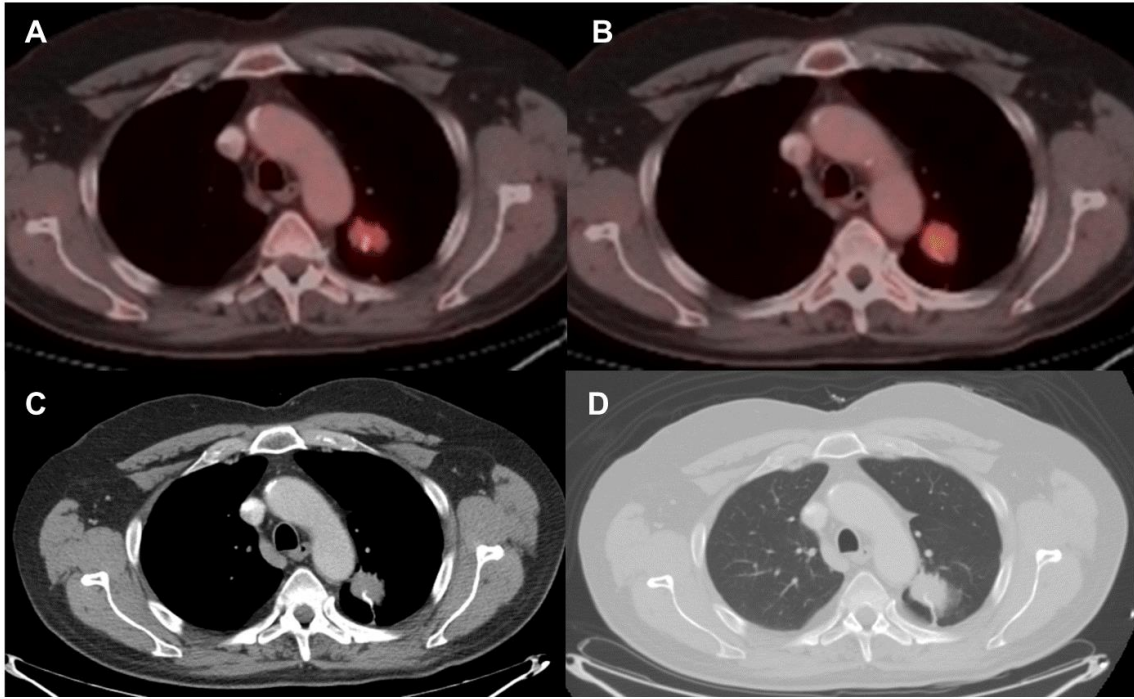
A y B. PET-TC previo a la segunda cirugía. Corte axial. Ventana mediastinal. Nódulo en lóbulo superior izquierdo hipercaptante, sobre imagen hiperdensa de sutura mecánica previa. C y D. TC previa a la segunda cirugía. Corte axial. Ventanas mediastinal y pulmonar. Nódulo en lóbulo superior izquierdo, sobre imagen hiperdensa de sutura mecánica previa.
